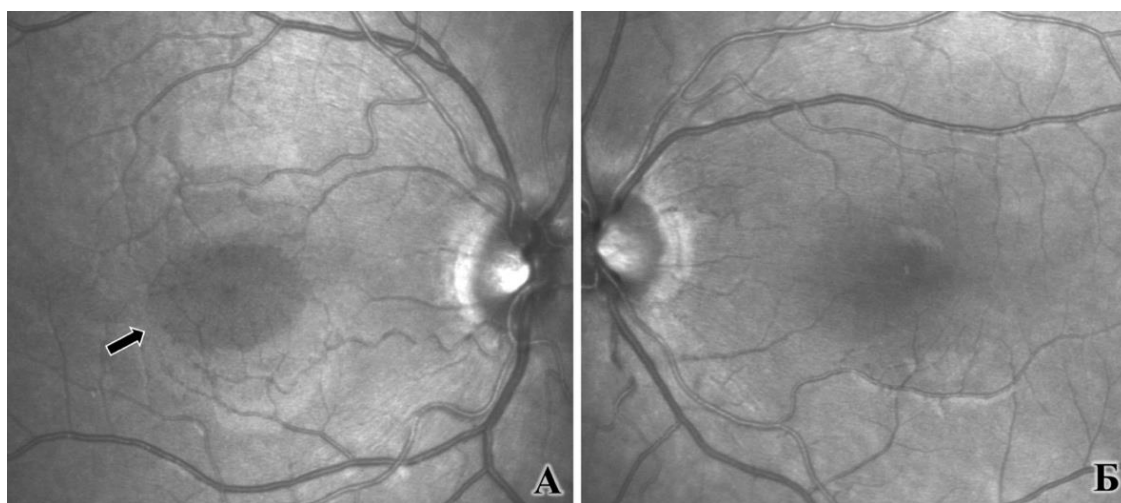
Пациент Т., 17 л., И\Б Г76144\14 OD Контузия глазного яблока Visus OD = 0,6 с коррекцией. А. Изображение глазного дна травмированного глаза в режиме красного лазера (660 нм): визуализируется гипорефлективная зона с четкими границами (указано стрелкой). Б. Изображение глазного дна здорового глаза в режиме красного лазера (660 нм): патологические симптомы отсутствуют
